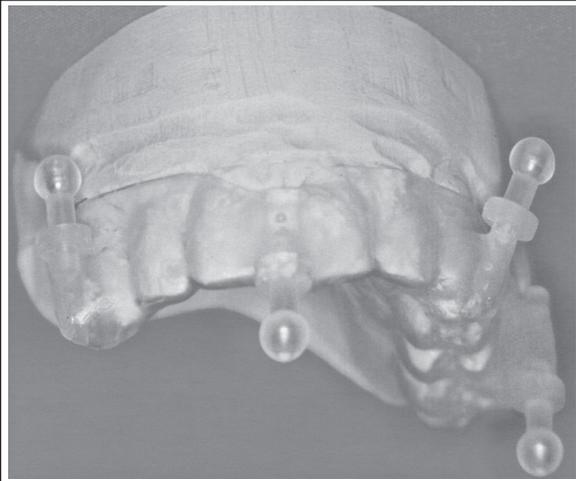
Mediante una férula dental de acrílico se colocan cuatro marcadores de gadolinio previo al estudio de Resonancia Magnética.
